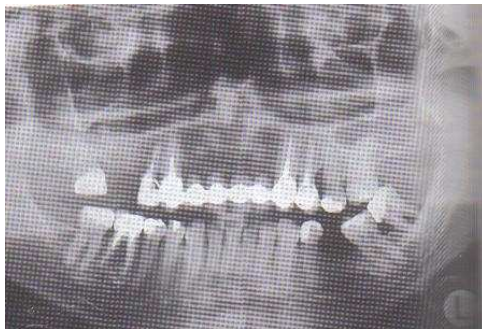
Radiografía panorámica.²
